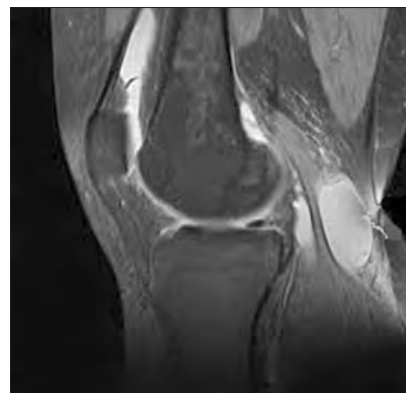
МРТ левого коленного сустава больной Г., 53 лет, сагиттальная плоскость. Выраженное увеличение количества жидкости в полости сустава. Сочетание экссудата в верхнем завороте и кисты Бейкера
